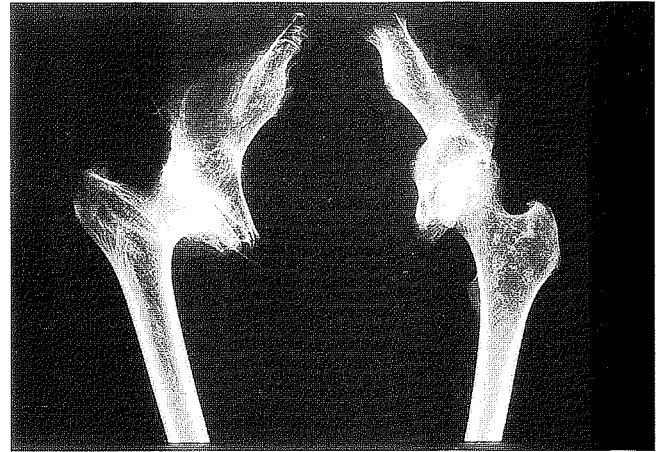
Becken und proximale Femora von RD66 in dorsaler Röntgenansicht. Hier zeigt sich zudem, daß die linke Seite gegenüber der rechten keine nennenswerte Atrophie aufweist.
